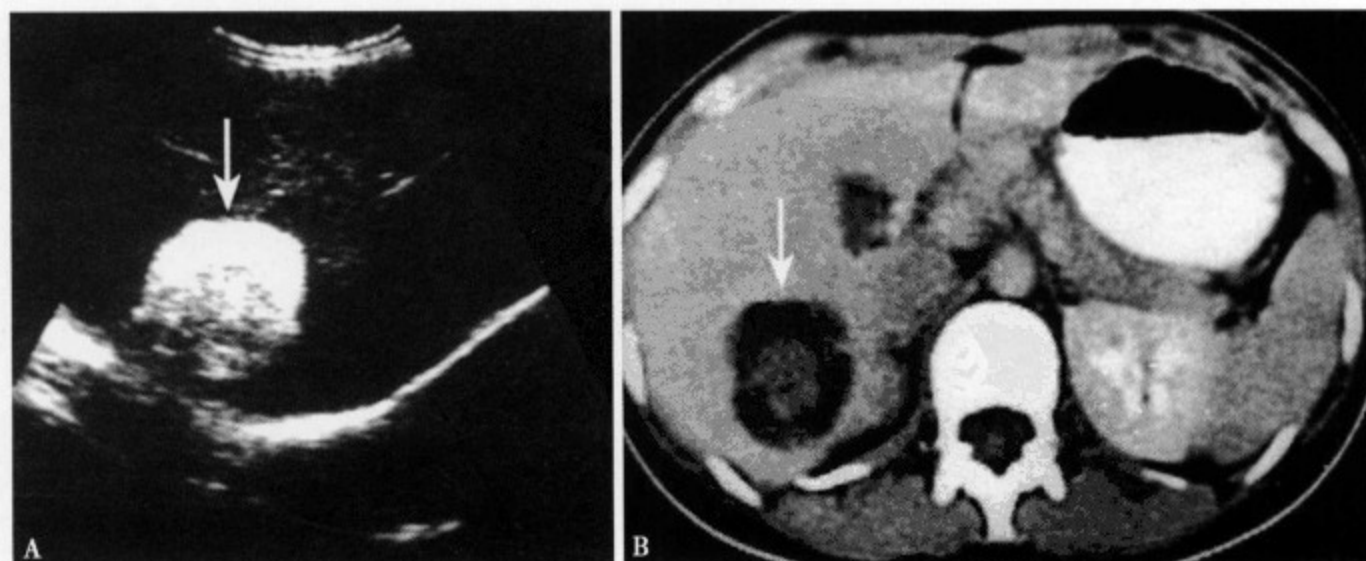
US(A)显示肝右叶类圆形肿块，边缘光整、清楚，肿块的前方回声增强，后方回声较弱；CT增强(B)病灶中心呈不均匀不规则形强化，周边呈环状密度减低，测得CT值-5~17Hu
